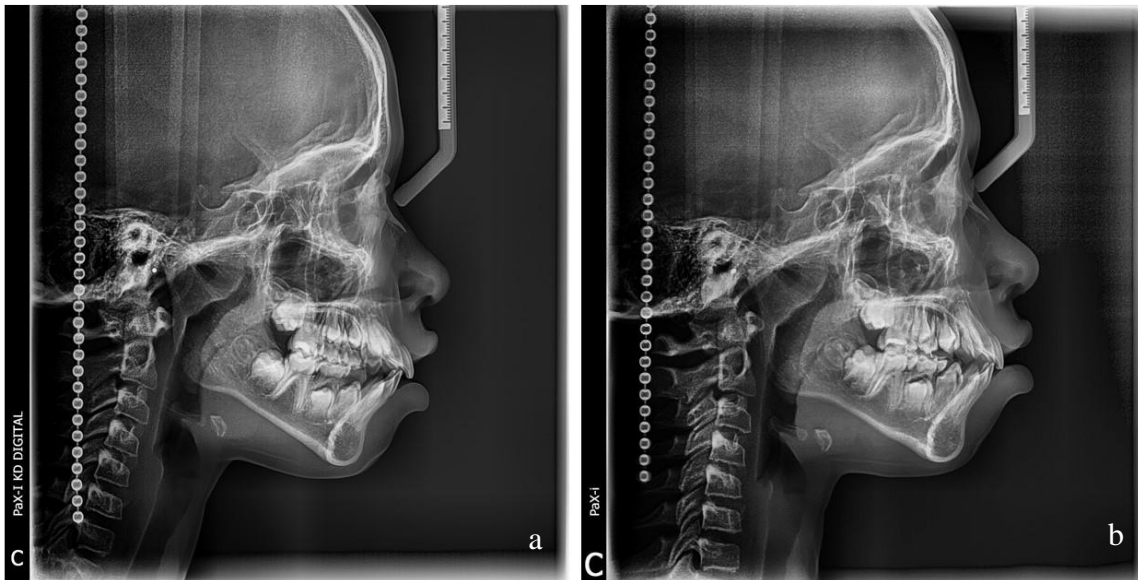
Radiografías comparativas. a) cefalograma lateral de cráneo inicial, b) cefalograma lateral de cráneo final.
